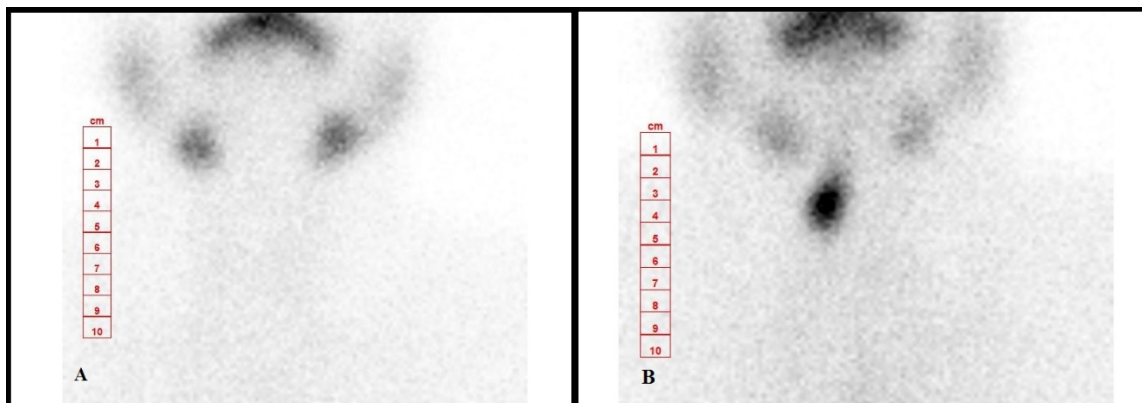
analyse qualitative de la scintigraphie au ^{99m}Tc : (A) visuellement négative (absence de reliquat), (B) visuellement positive (présence d'un reliquat cervical médian) (source service de médecine nucléaire de l'HMRUC).
